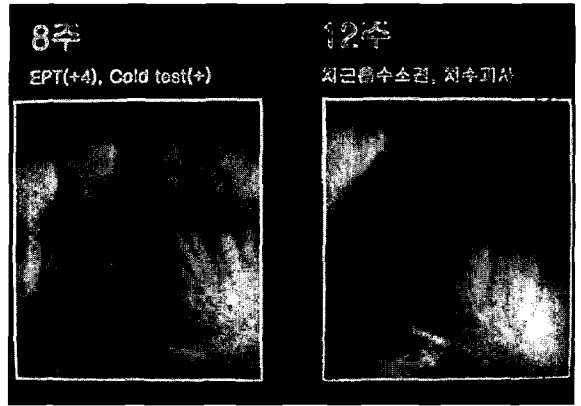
수술후 12주 방사선검사에서 치근흡수 소견과 전기치수검사와 냉온검사에 음성반응이 관찰.
